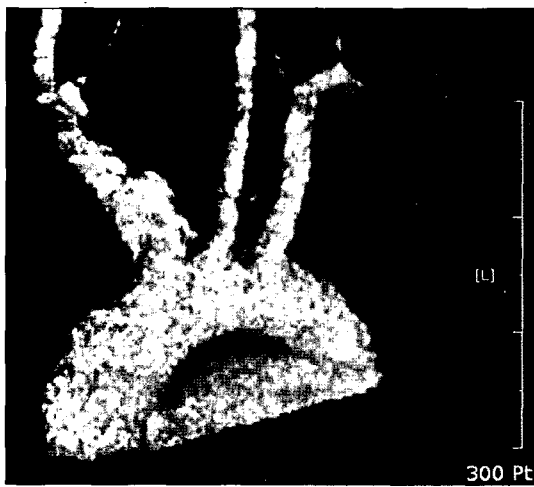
3D reconstruction of preoperative CT scan showing pseudoaneurysm of innominate artery.
